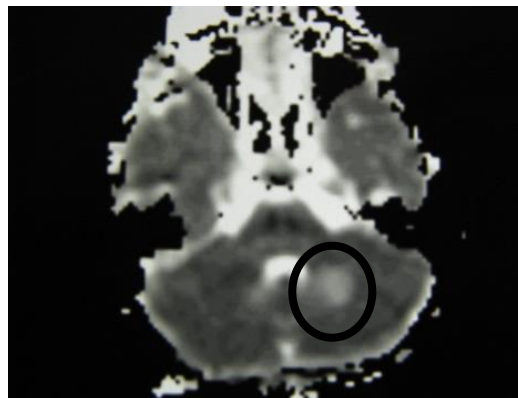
МРТ головного мозга пациентки Л., 9 лет, с диагнозом диссеминированный энцефалит. В левой гемисфере мозжечка на диффузионно-взвешенном изображении изоинтенсивный очаг. DWI
